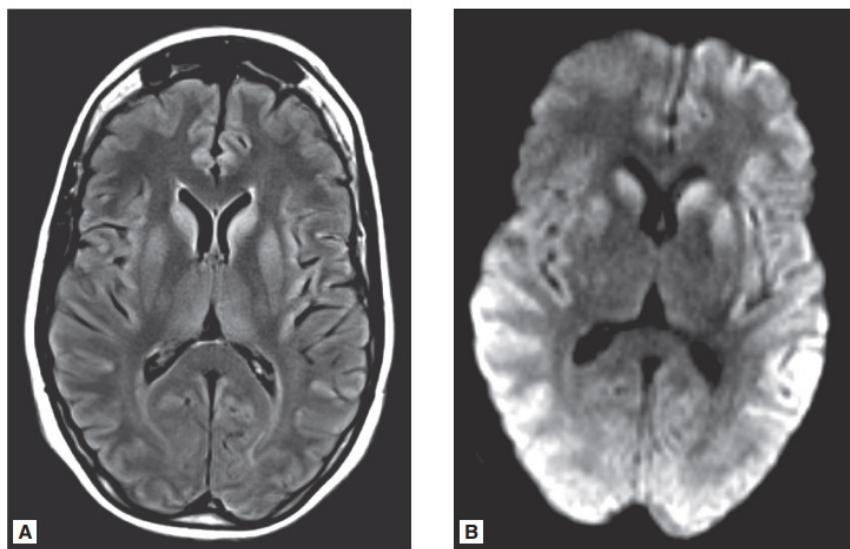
MRI showing T2 signal changes in the striatum in a patient with sporadic CJD (left) of 1 month's duration. DWI sequence showing restriction of diffusion in contiguous bands of cortex and in the striatum (right) in the same case.
